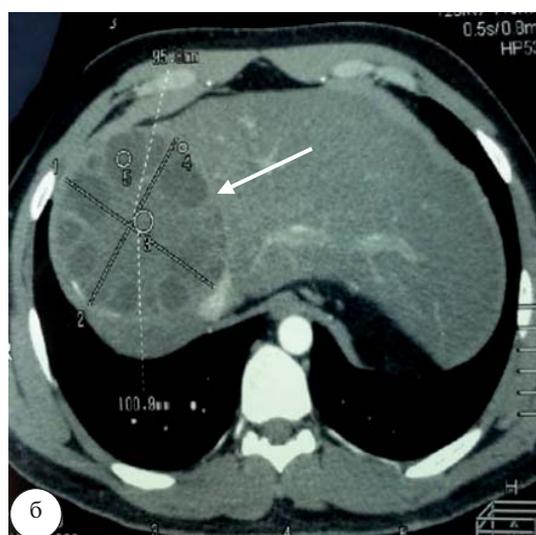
МСКТ эхинококковой кисты (многокамерная киста в правой доле диаметром 10 см)
